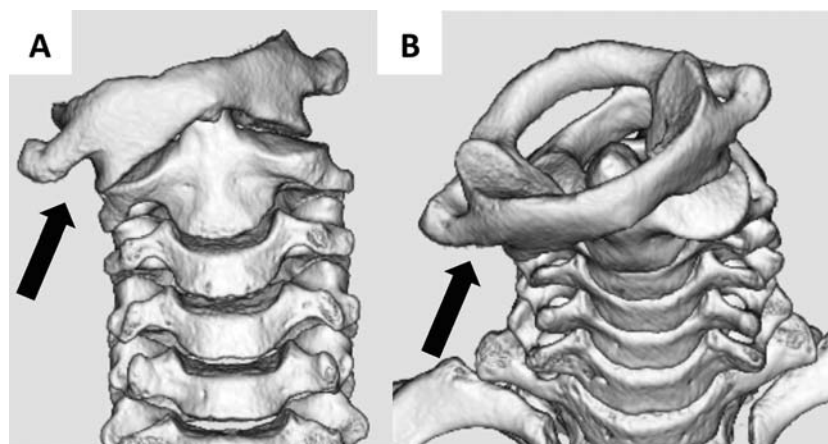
頸椎3D-CTによる椎間関節の立体的観察（入院治療症例9）
